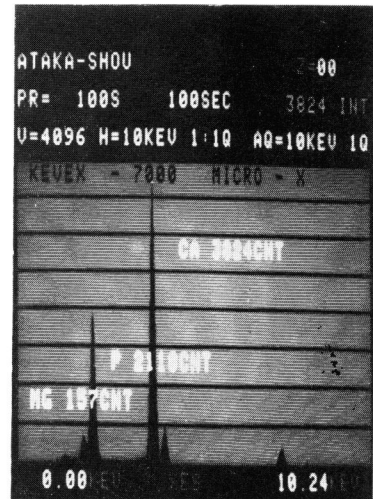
Case 1. X-ray microanalysis of milk of calcium renal stone reveals 3 major peaks corresponding to calcium, phosphorus and magnesium
